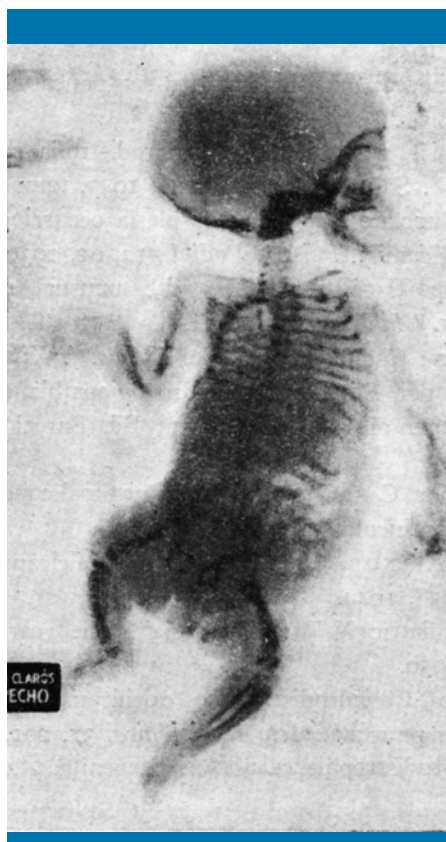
Radiografía de conjunto. Obsérvese el acortamiento de la extremidad inferior derecha y la relativa micromelia de todas las extremidades
